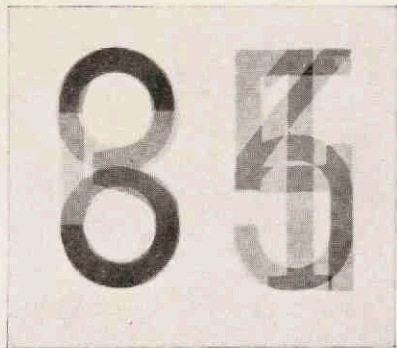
Diapositief van een röntgenogram, dat gemaakt is, nadat de cijfers 9 en 2 weggenomen zijn.
